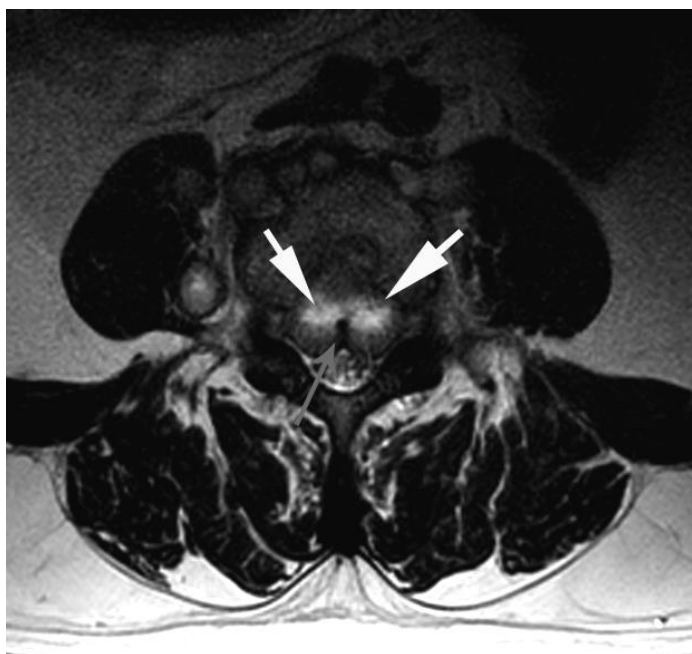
RM columna lumbar, secuencia axial T2 FRFSE. Se observa preservación del ligamento meningovertebral anterior, flecha gris, con presencia de colección de morfología bilobulada en el espacio epidural anterior, flechas blancas.
